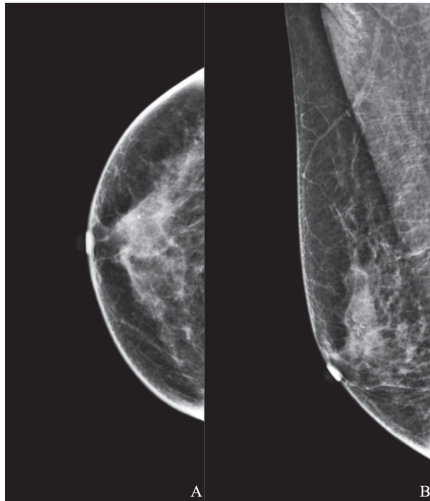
乳腺X线摄影头尾位 (A) 和内外斜位 (B) 中的不定形钙化
